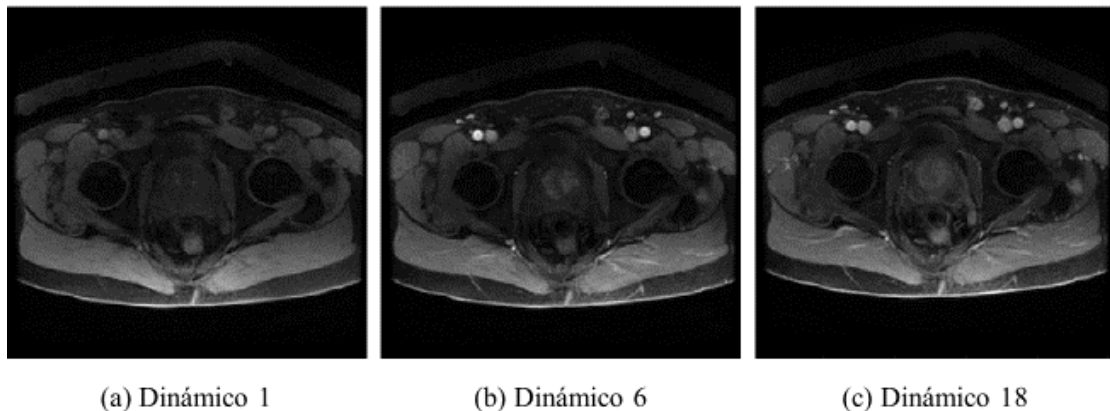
Ejemplo de imágenes RM DCE
